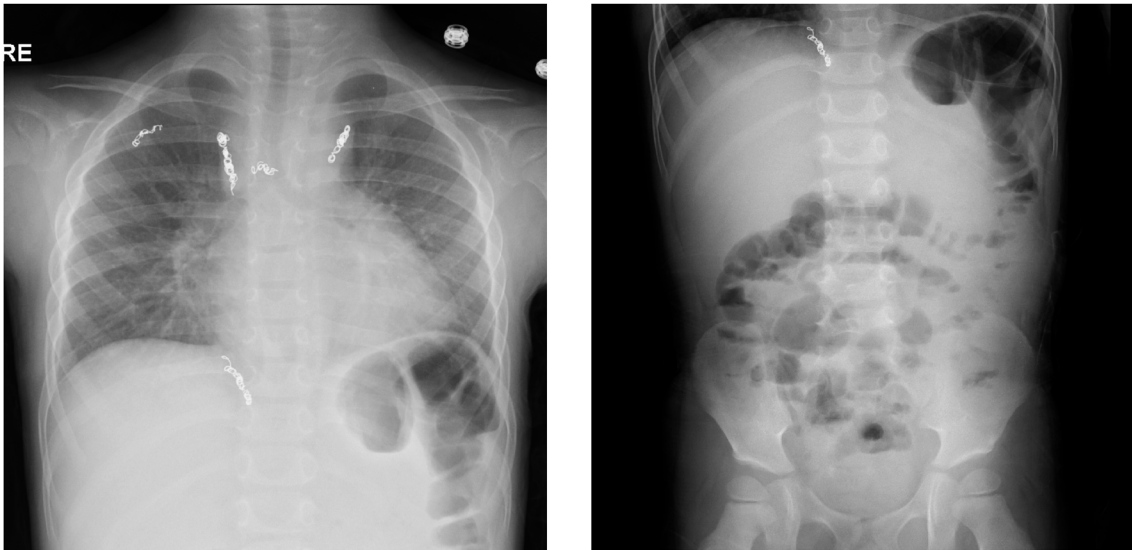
Chest and abdominal X-ray at the onset of hypoproteinemia
